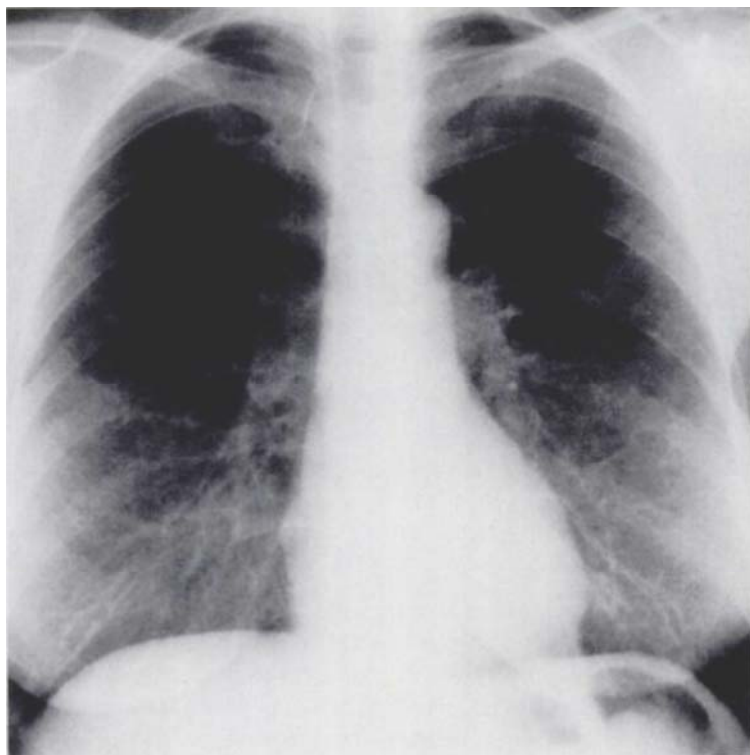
Рентгенограма 51-річної жінки з ЛММ з дворічною прогресуючою задишкою в анамнезі: над всією поверхнею видно посилення легеневого малюнка; можна бачити повітряні кісти невизначених розмірів
